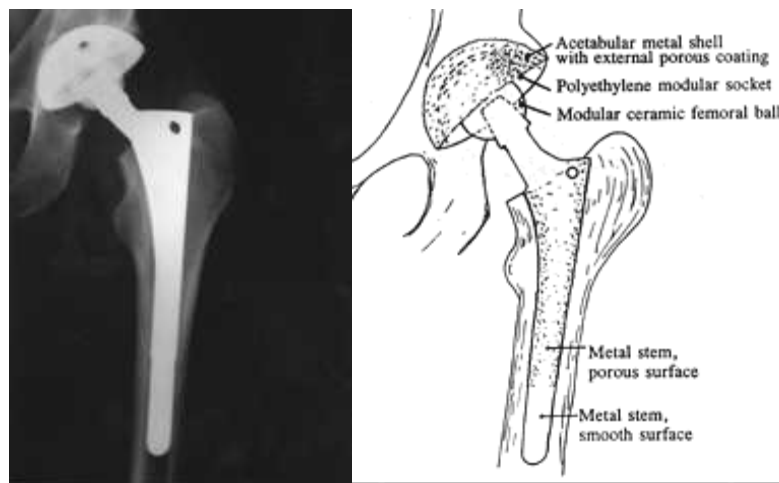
Totální endoprotéza kyčle- RTG snímek
